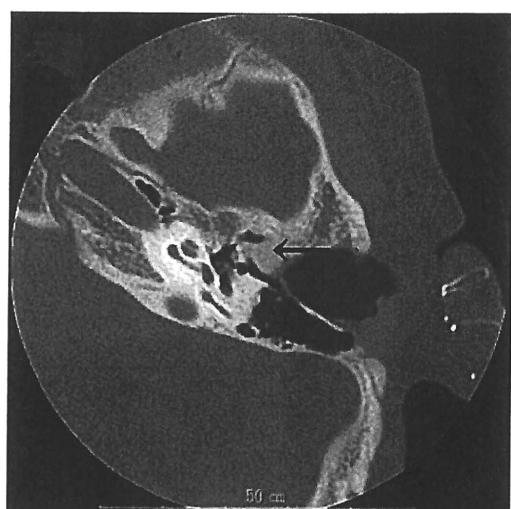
術後骨増殖をきたした症例 12 の側頭骨 HRCT（水平断）外耳道前壁に骨増殖を認め、これが耳小骨と固着している（←）。
